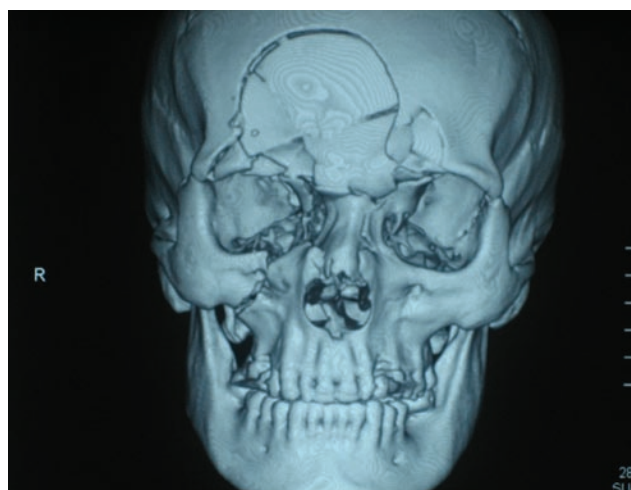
КТ черепа пациента с фронто-базальным переломом
